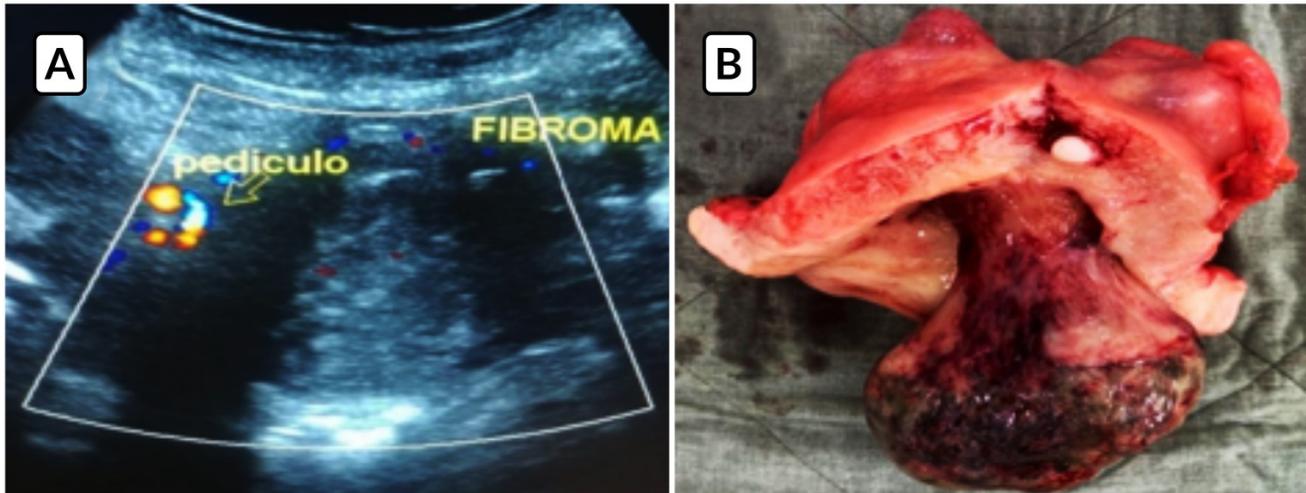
Leiomioma prolapsado. A) Ecografía: leiomioma con el pedículo vascularizado. B) Útero con leiomioma submucoso degenerado y prolapsado.
